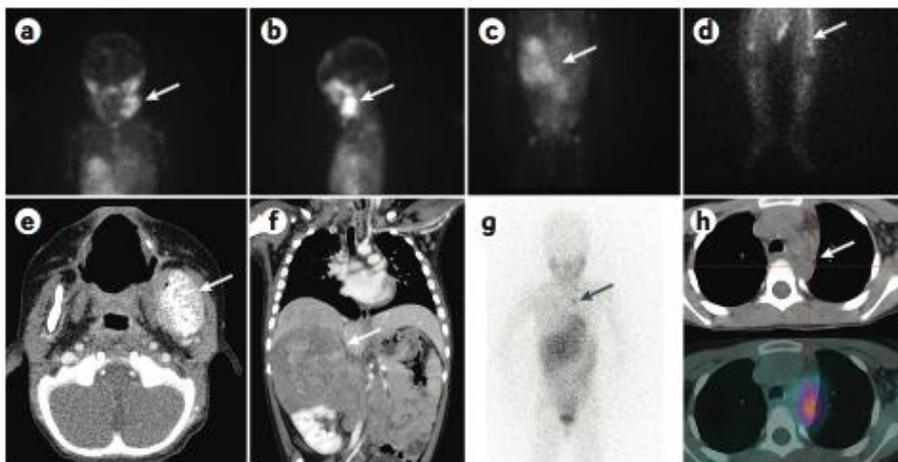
Imágenes de gammagrafía con MIBG (a-d y g) y TAC (e, f y h) para el diagnóstico de neuroblastoma (5).
